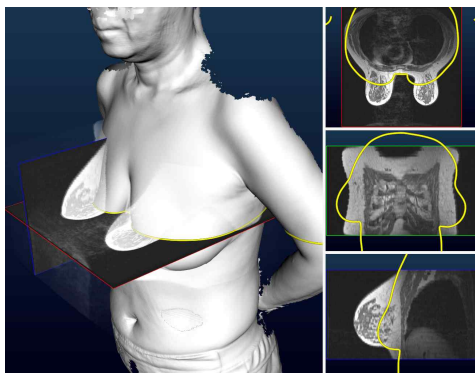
3D scan model (M_{scan}) after registration: yellow curves show the contour of 3D scan model on an MRI slice (axial, coronal, sagittal planes) after registration.
